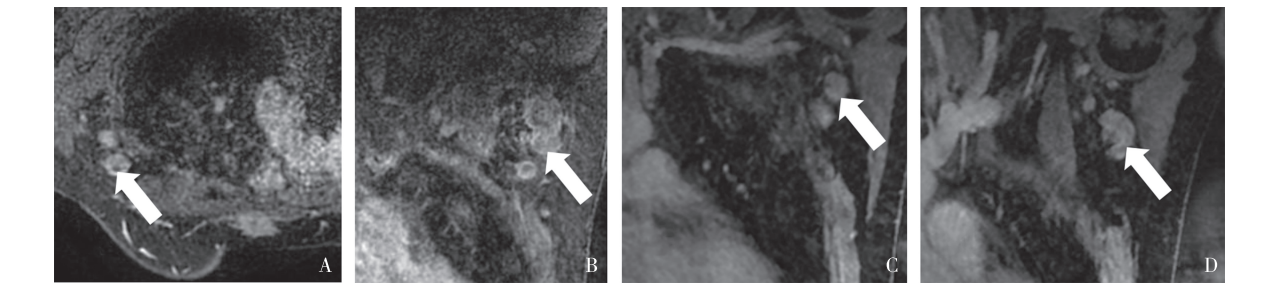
Luminal B (HER2 阴性) 型乳腺癌新辅助治疗后腋窝淋巴结未达到 pCR 患者 MRI 表现
